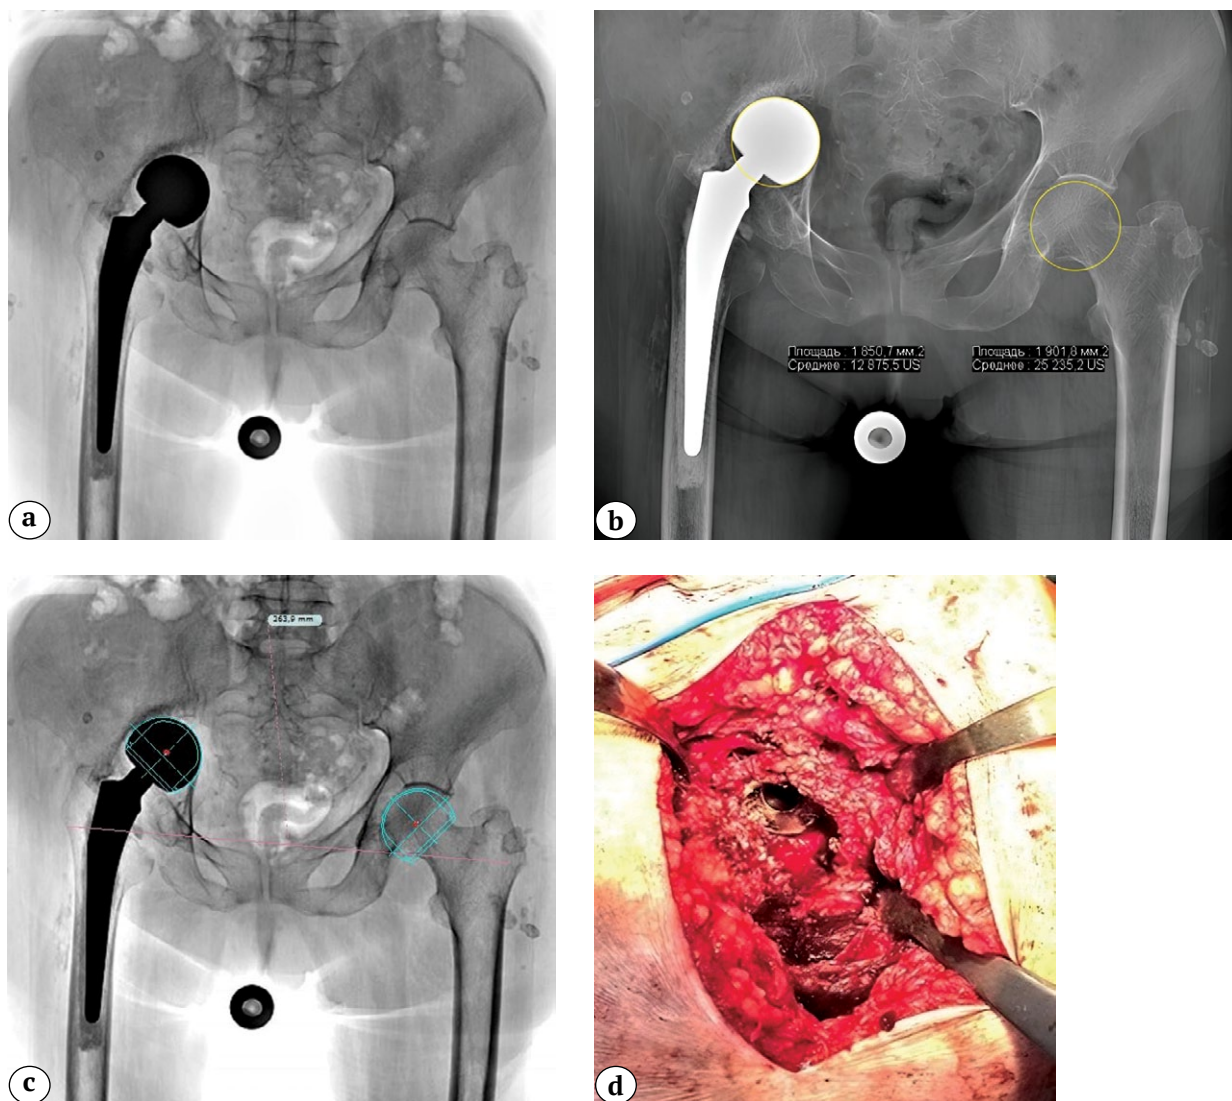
Клинико-рентгенологическая картина тяжелой протрузии вертлужной впадины, развившейся у пациентки 81 года через 3 года после первичной гемиартропластики по поводу перелома шейки правой бедренной кости: а — первичный обзорный рентгеновский снимок таза (определяется протрузия монополярного гемиэндопротеза); б — расчет площади окружности головки бедренной кости с левой здоровой стороны (19,0 см²), справа — площади окружности монополярной головки эндопротеза — 18,5 см². Отмечается снижение данного параметра на 0,51 см²; в — данные предоперационного планирования, выполненного в программе TraumaCad 2.5.7.
